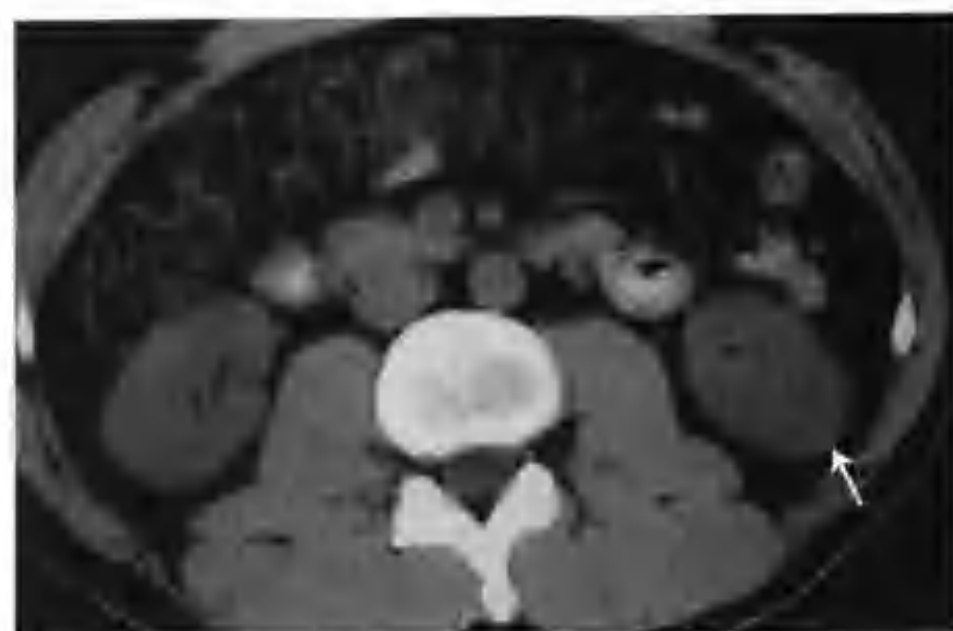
左肾透明细胞癌（CT 示左肾下极一个 2.5cm × 2.5cm × 2.5cm 的病灶轻度凸出肾轮廓外，平扫呈等密度，CT 值 34HU（箭头））
